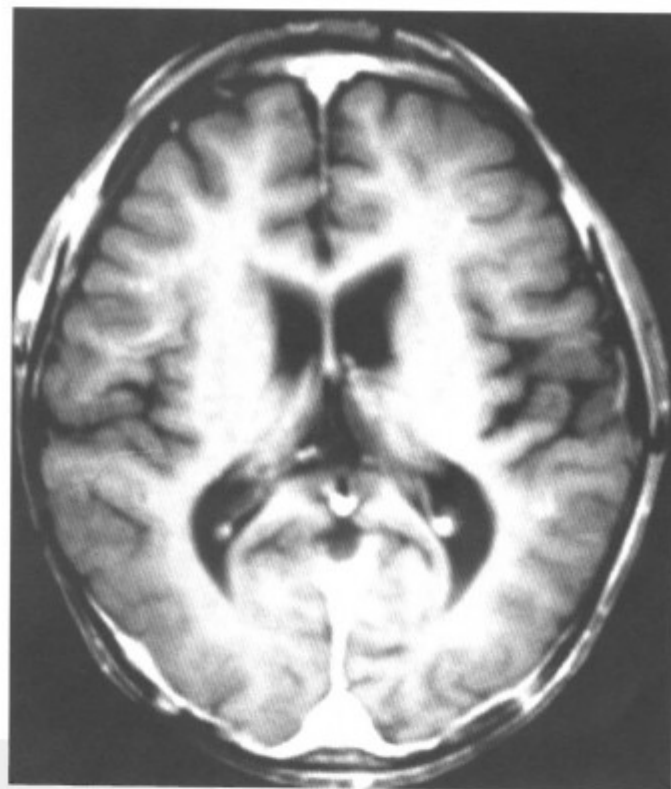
MRI-T₁WI 增强扫描示脑膜增厚异常强化，脑膜转移（同上病例）
